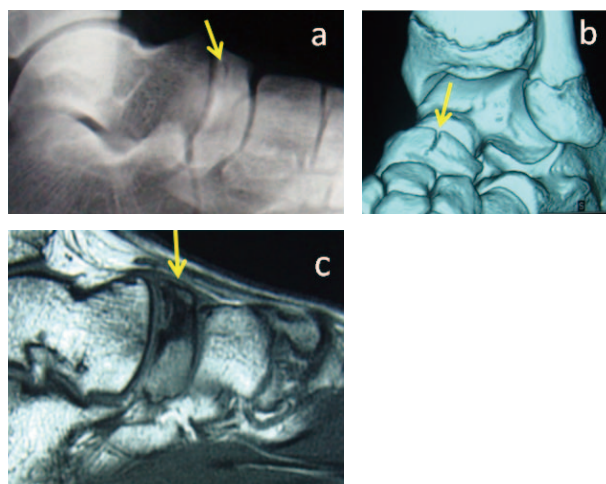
a: 単純X線像 b: 3D-CT c: MRI T1 強調画像
